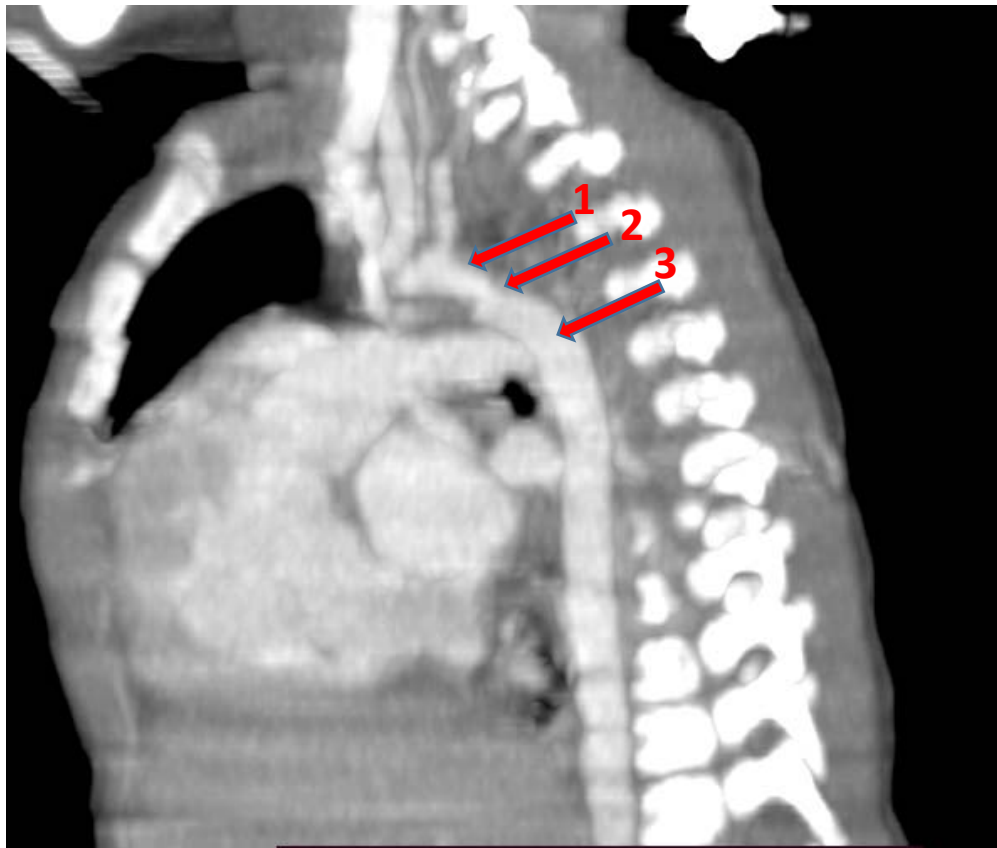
TDM thoracique, en coupe sagittale : Coarctation isthmique, focale et courte de l'aorte, juste après la naissance de l'artère sous Clavière gauche, non serrée, mesurant 3.5 mm, et sans rétrécissement d'aval (service de radiologie CHU Mohamed VI Marrakech).
